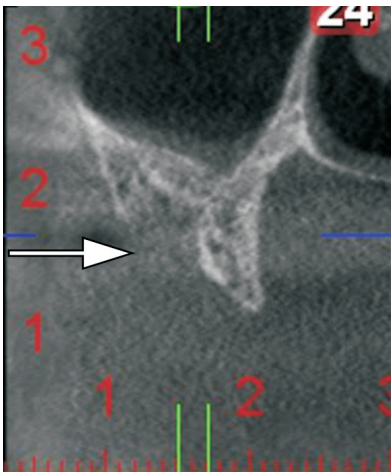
Corte paraxial de una tomografía computada en donde se observa que la reabsorción centripeta se da mayormente a expensas de la tabla cortical externa
